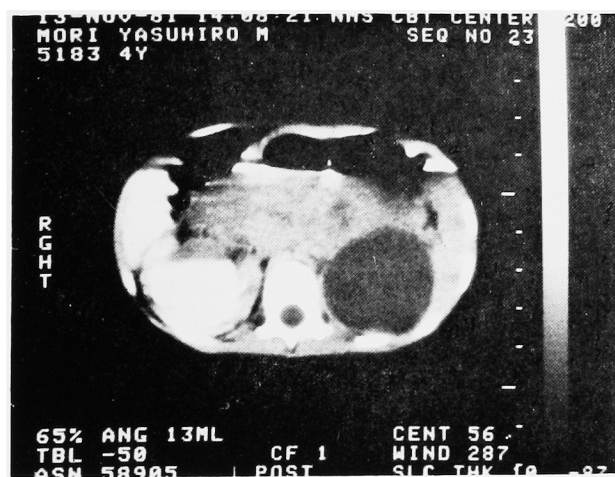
CT scanning: The left kidney was occupied by a round and homogeneously low density mass
